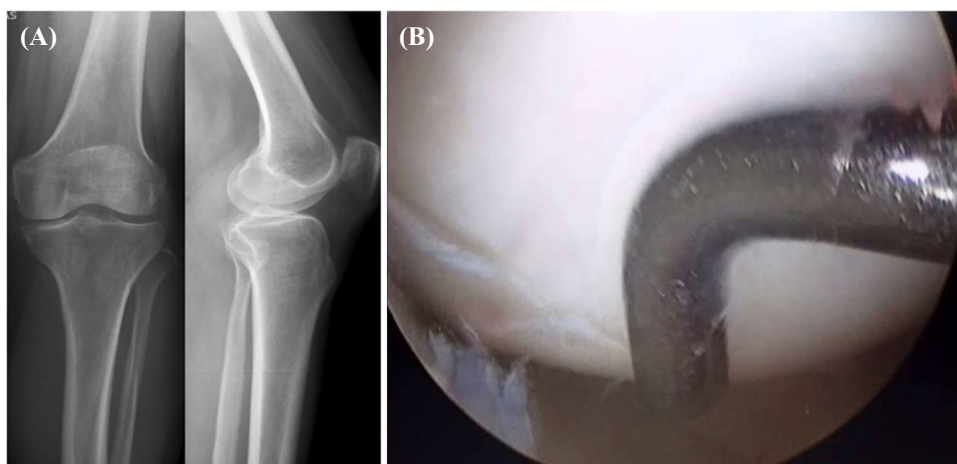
Ejemplo de una radiografía (A) y una imagen de artroscopia (B) presentadas a los observadores.
